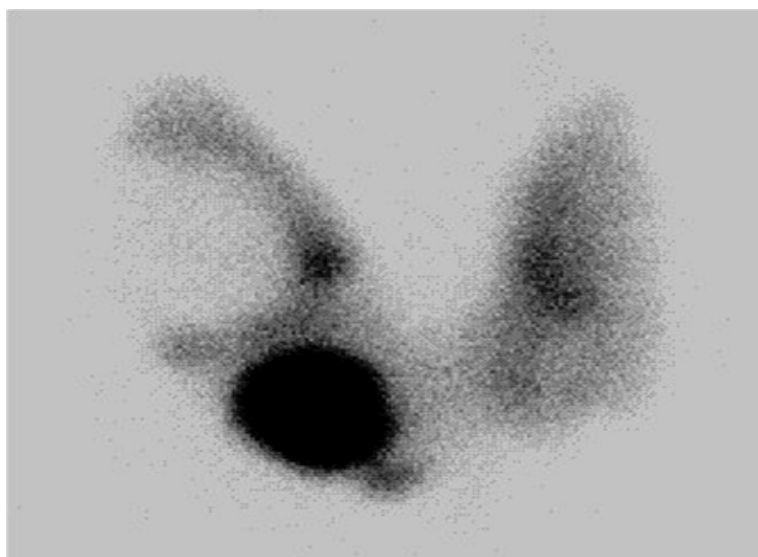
Сцинтиграма: гаряче вогнище правої частки щитоподібної залози
